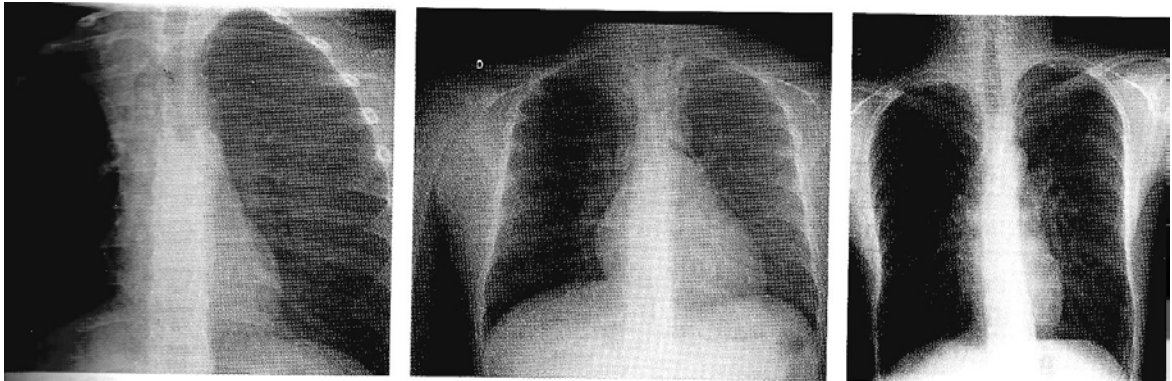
Radiographie pulmonaire (5)
